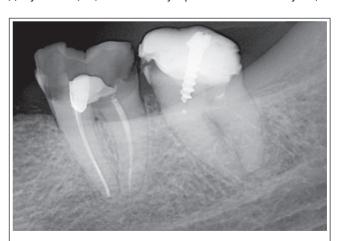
Корневые каналы зуба 3.7 обработаны резорцин-формалиновым методом (срок наблюдения – 25 лет). Рентгенологического процесса в периапикальной области отсутствуют
